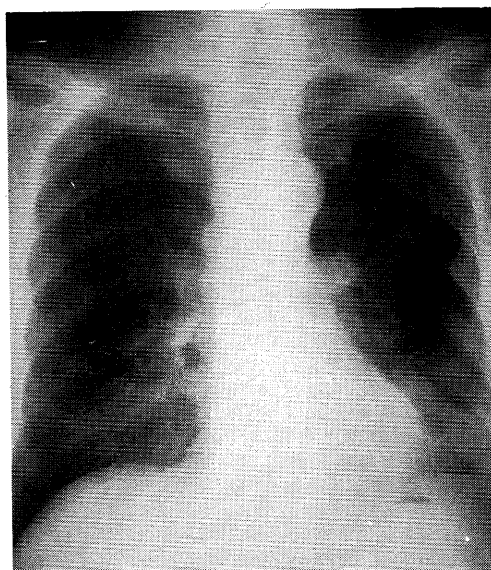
Plain X-ray film on admission shows nodular shadow on the left lower lobe.
